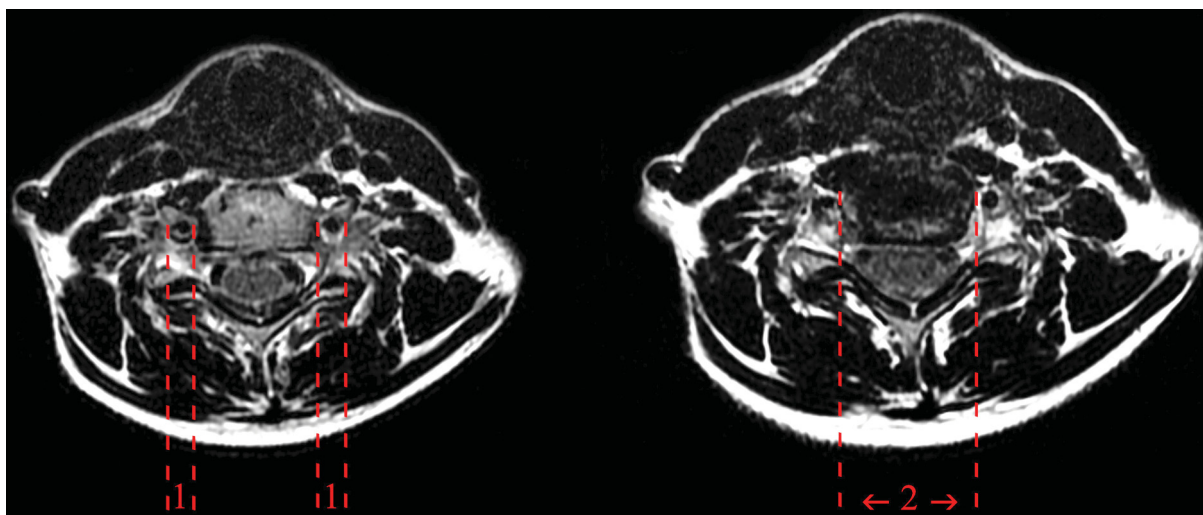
Ориентиры, используемые при выполнении измерений, на магнитно-резонансной томограмме в аксиальной (поперечной) плоскости (женщина 50 лет, визуализация на уровне позвонка С6, режим Т2-ВИ)
